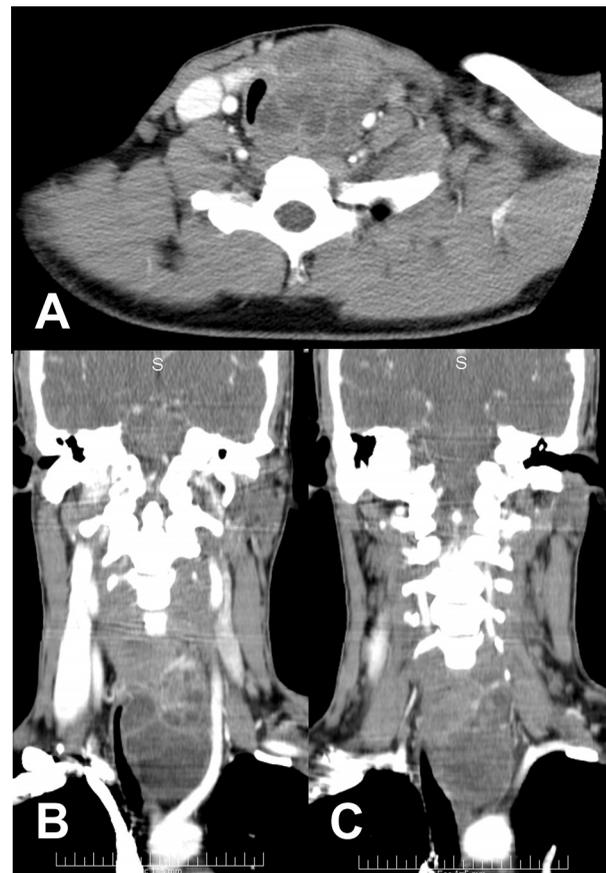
A: TAC de cuello y tórax que muestra la extensión del tumor de tiroides hacia mediastino superior con compromiso de la luz traqueal. B y C: TAC de cuello que muestra el efecto de masa sobre la luz traqueal hacia la derecha.
